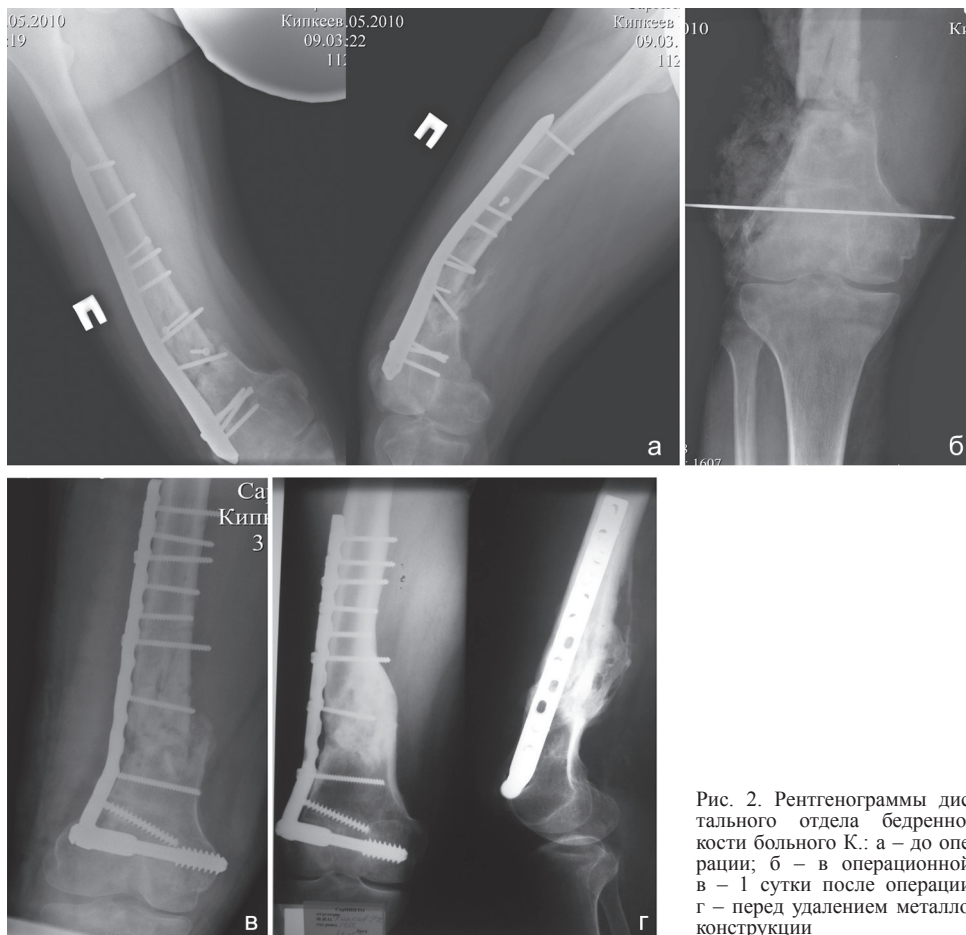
Рентгенограммы дистального отдела бедренной кости больного К.: а – до операции; б – в операционной; в – 1 сутки после операции; г – перед удалением металлоконструкции
